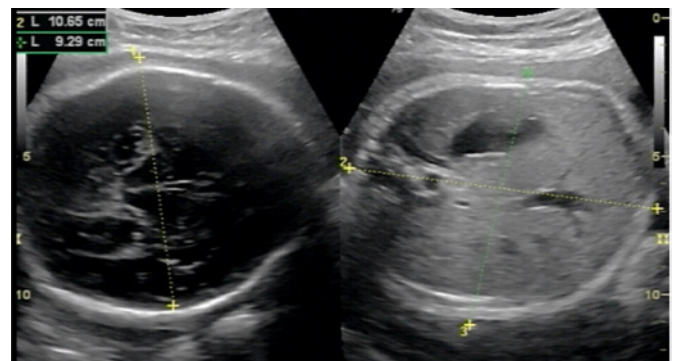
Ultrasonografía obstétrica que muestra un feto normal. Fuente: Clínica Fértil
